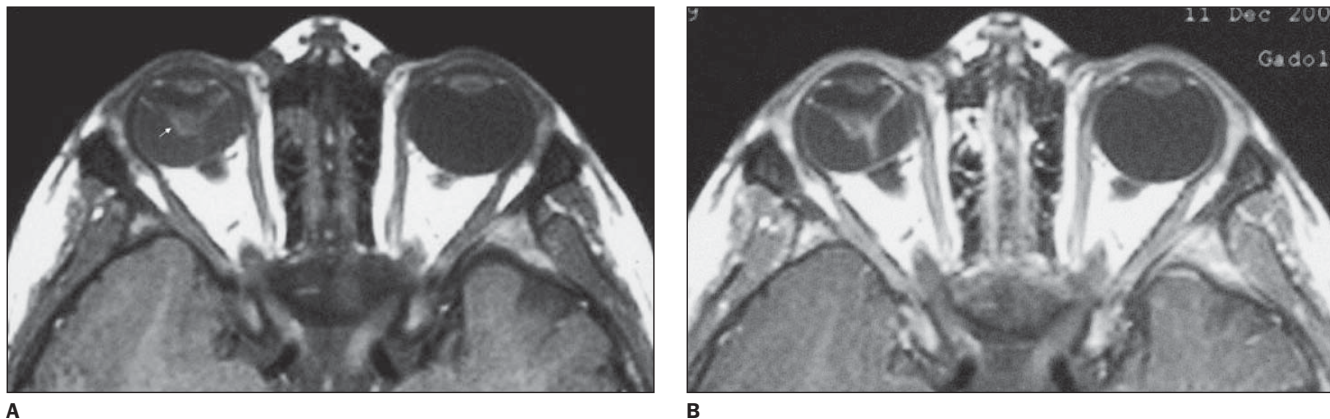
Cortes axiais de ressonância magnética ponderados em T1 antes (A) e após (B) injeção endovenosa do meio de contraste paramagnético. Observa-se estrutura triangular hipointensa (seta) estendendo-se diretamente da face posterior da lente até a papila do nervo óptico do globo ocular direito (aspecto típico da PHVP). Após a injeção do contraste paramagnético verifica-se realce dessa estrutura.
